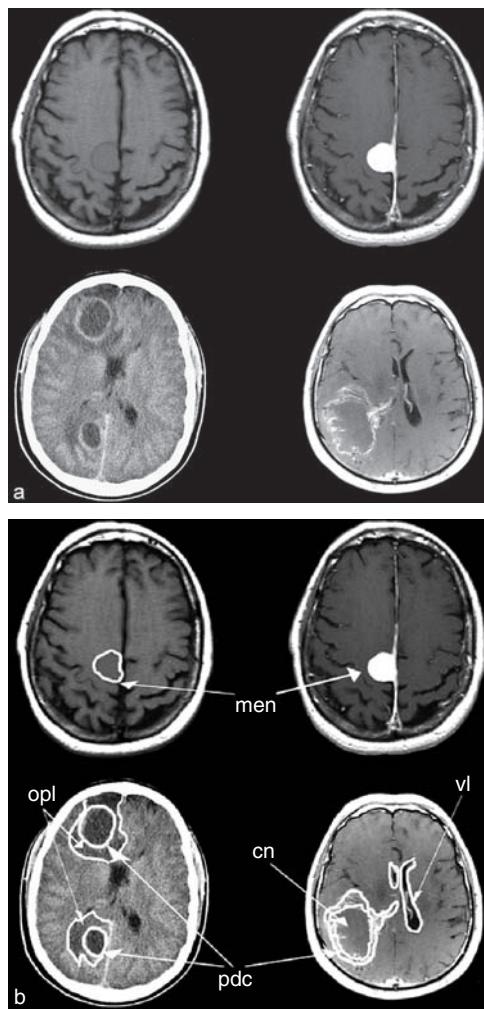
a. Tumeurs intracrâniennes pour les ECN. b. Tumeurs intracrâniennes pour les ECN labellisées. En haut à gauche, IRM T1 sans injection : masse parasagittale extra-axiale (*men*) en isosignal T1 au niveau du lobule paracentral droit. En haut à droite, IRM T1 avec injection de gadolinium : rehaussement intense et homogène de la masse. Ces deux séquences sont typiques d'un méningiome de la faux du cerveau. En bas à gauche, scanner cérébral avec injection : hypodensités multiples avec prise de contraste (*pdc*) en « cocarde » et œdème périlésionnel (*opl*), évoquant des métastases (attention au diagnostic différentiel = abcès cérébraux +++). En bas à droite, IRM T1 avec injection de gadolinium : masse hétérogène, nécrotique au centre (*cn*), iso/hyposignal T1, avec un rehaussement très hétérogène (*pdc*), en périphérie, avec effet de masse important (noter la disparition du ventricule latéral [*vl*] droit), évoquant un glioblastome.
